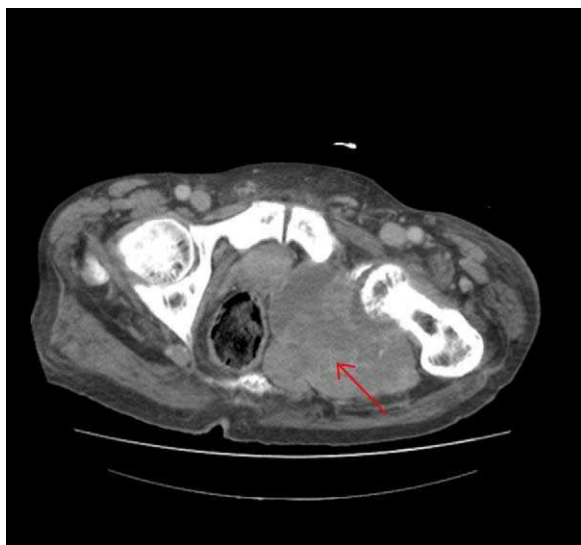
TC toraco-abdomino-pélvica que objetivó una gran masa de contornos lobulados con focos de calcificación que destruía el isquion y acetábulo izquierdo de 12 x 12 x 16 cm.
